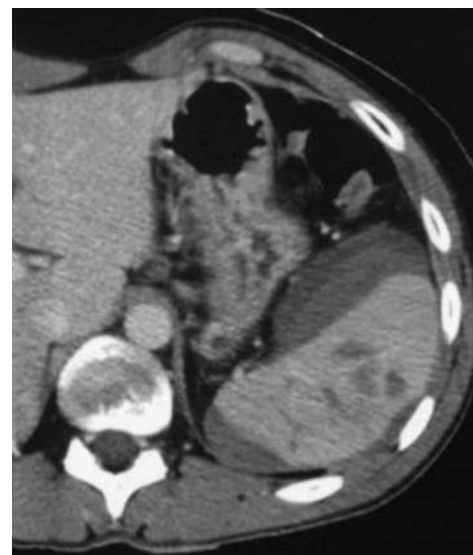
Traumatisme splénique chez un enfant de 13 ans (chute de vélo), hypotension. Grade 4a. Coupe axiale TDM avec injection. Rate déchiquetée. Surveillance, traitement conservateur sans transfusion.
